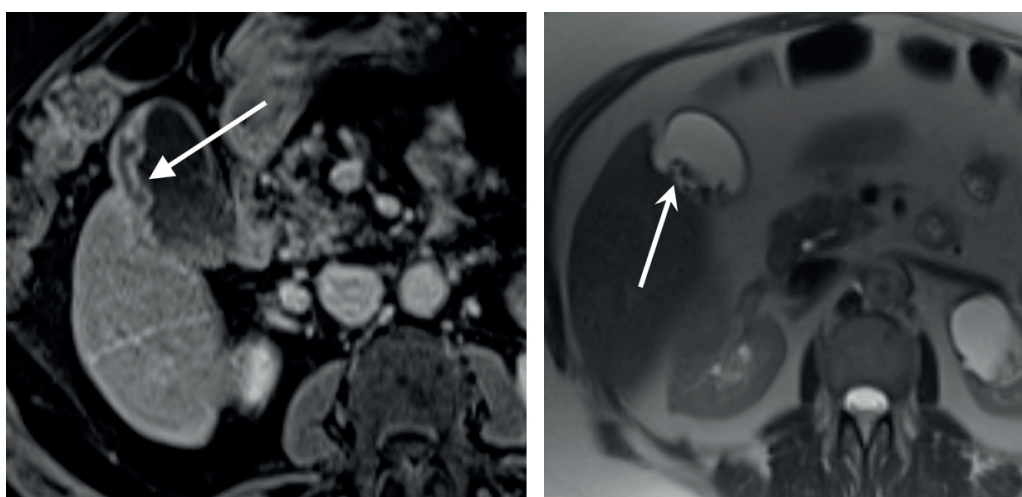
Пациент с метастазами рака сигмовидной кишки. МРТ через 8 нед. после ТАХЭ демонстрирует утолщение и слоистость стенки желчного пузыря (стрелка). МРТ через 6 мес. после ТАХЭ демонстрирует мелкие конкременты в просвете желчного пузыря (стрелки).
